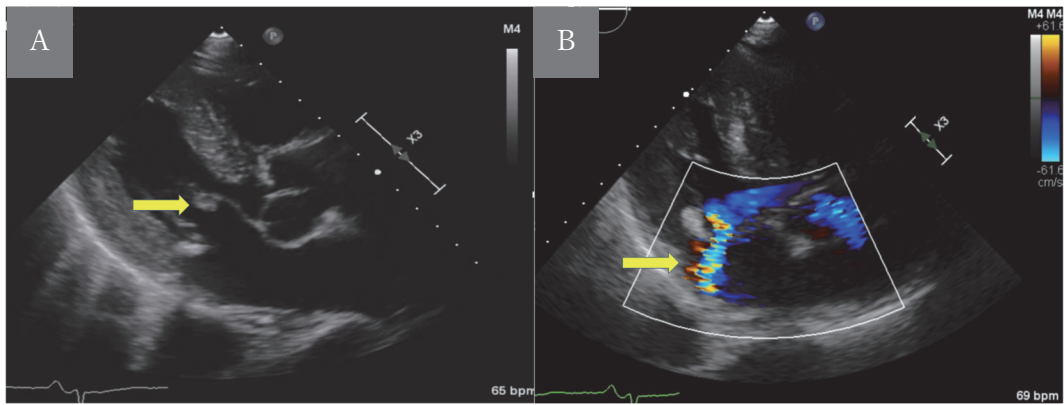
経胸壁心臓超音波検査 (A) とドプラー所見 (B) (第2病日施行)
